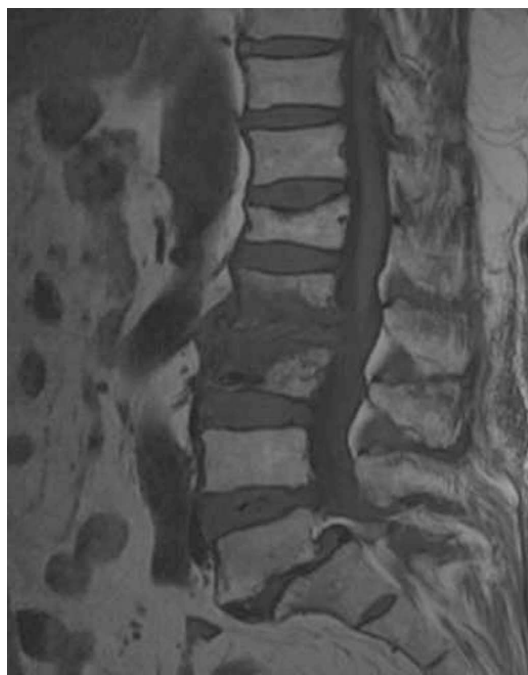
The T1 weighted sagittal magnetic resonance (MR) image of the lumbar spine shows compression fractures at L2, 3 with decreased marrow signal intensity.
